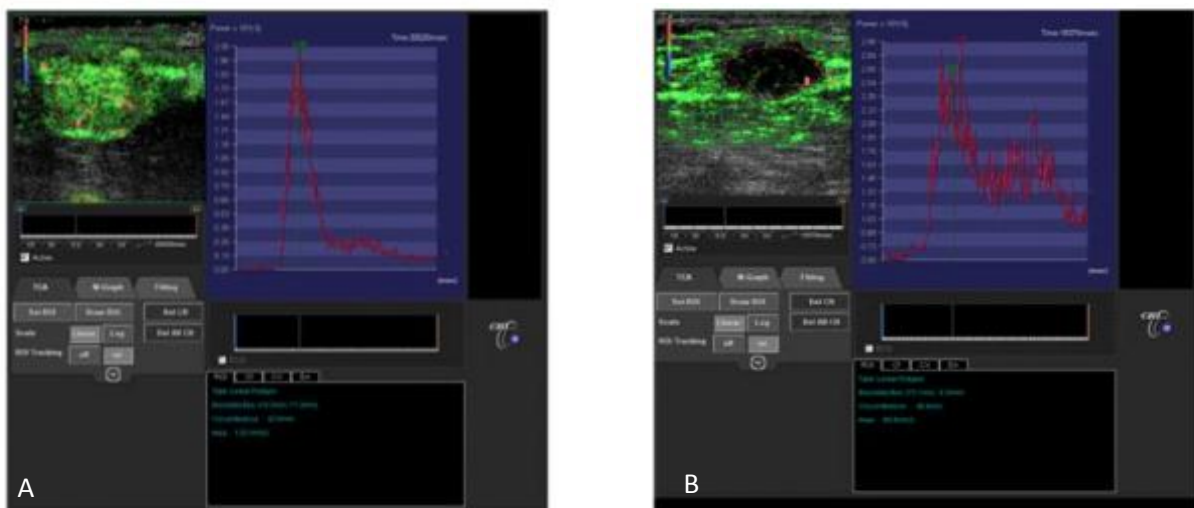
Échographie de contraste :réalisée avant (A) et 15 jours après (B) traitement d'une métastase de mélanome par un antiangiogénique. La métastase, initialement hypervascularisée, devient hypovascularisée dès J15 ; ceci est visible qualitativement sur l'imagerie et quantitativement sur les courbes de perfusion(C)[48]
